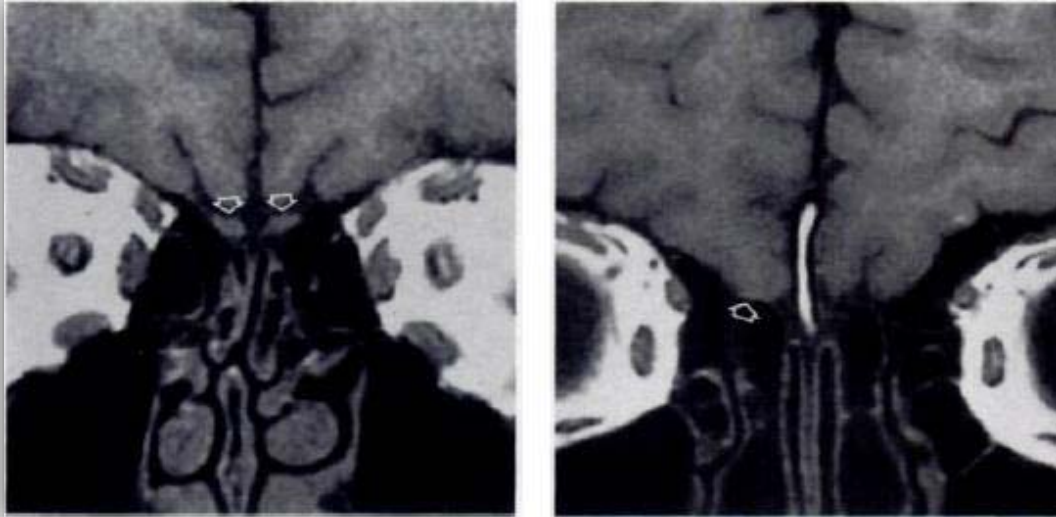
Imagen de la izquierda: mujer voluntaria sana con función olfatoria normal. Corte coronal de RM que muestra los bulbos olfatorios normales (flechas). Imagen de la derecha: hombre de 29 años de edad con Sd. de Kallmann. Corte coronal de RM donde se observa la ausencia bilateral de tractos y bulbos olfatorios, un girus rectus derecho aplanado (flecha) y un girus rectus izquierdo de apariencia normal (Li C, 1994).
